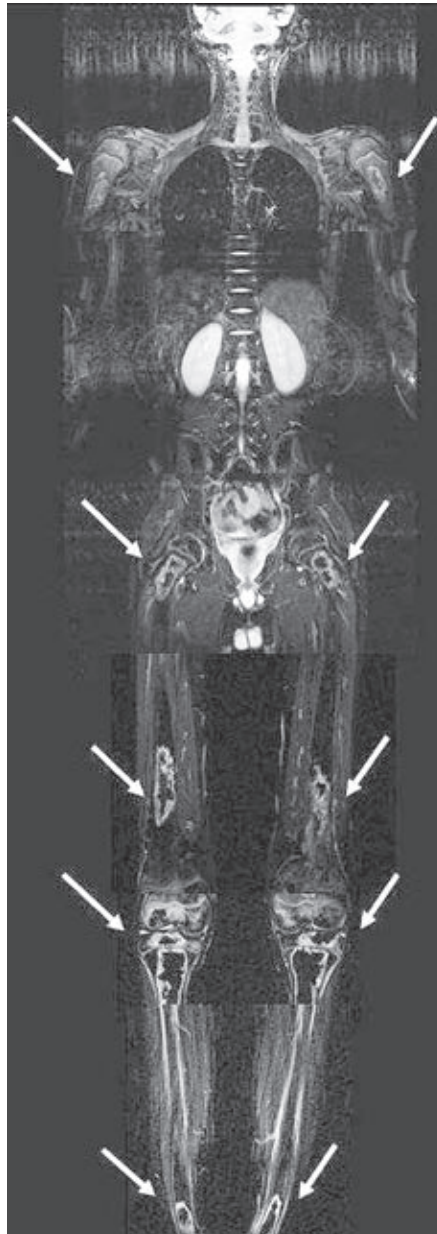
16-jähriger Patient mit c-ALL. Ganzkörper-MRT in T2-Wichtung (TIRM-Sequenz) beim Auftreten der klinischen Beschwerden, jedoch unauffälligem konventionellen Röntgenbild mit multiplen Osteonekrose-Herden im Humerus, im Femur, in der Tibia bds. (weiße Pfeile).
